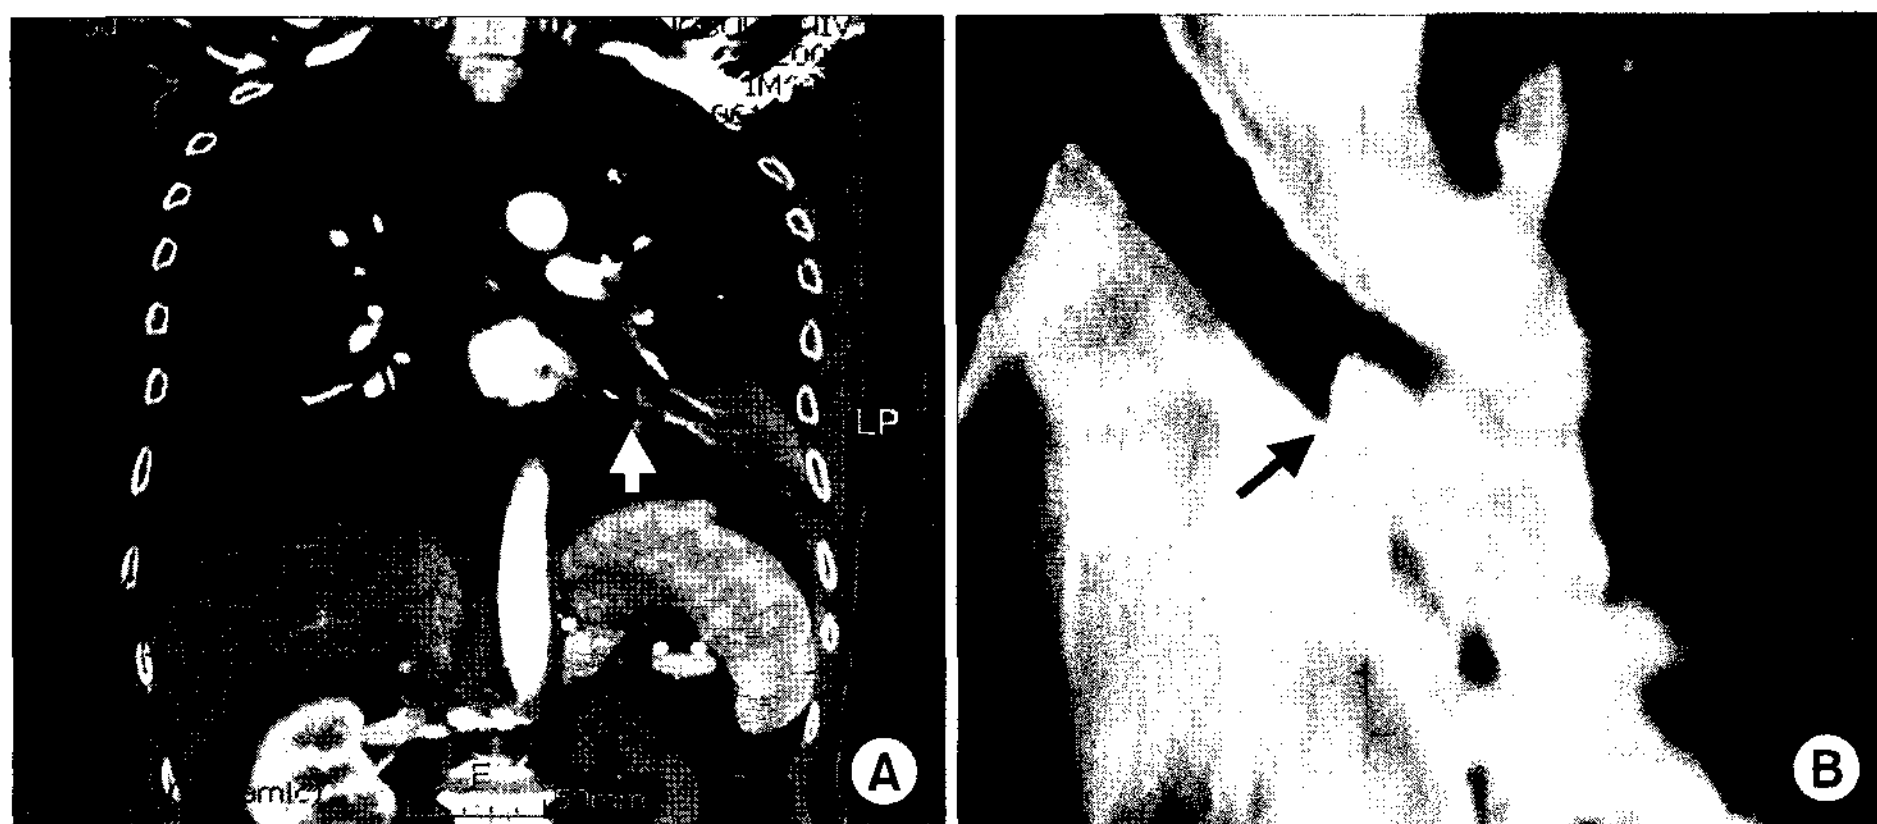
(A) Initial CT scan shows a small endobronchial mass (white arrow) in left lower lobe bronchus. (B) Preoperative CT scan shows a large finger-like endobronchial mass (black arrow) which is growing to left second carina from left lower lobe bronchus.
